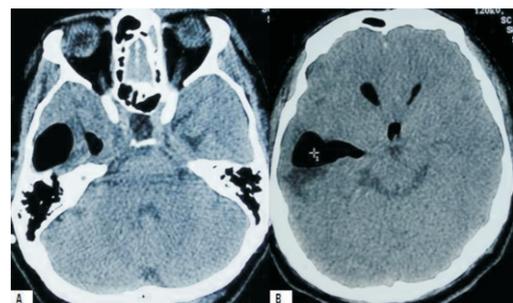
Tomografía cerebral diez días después.
